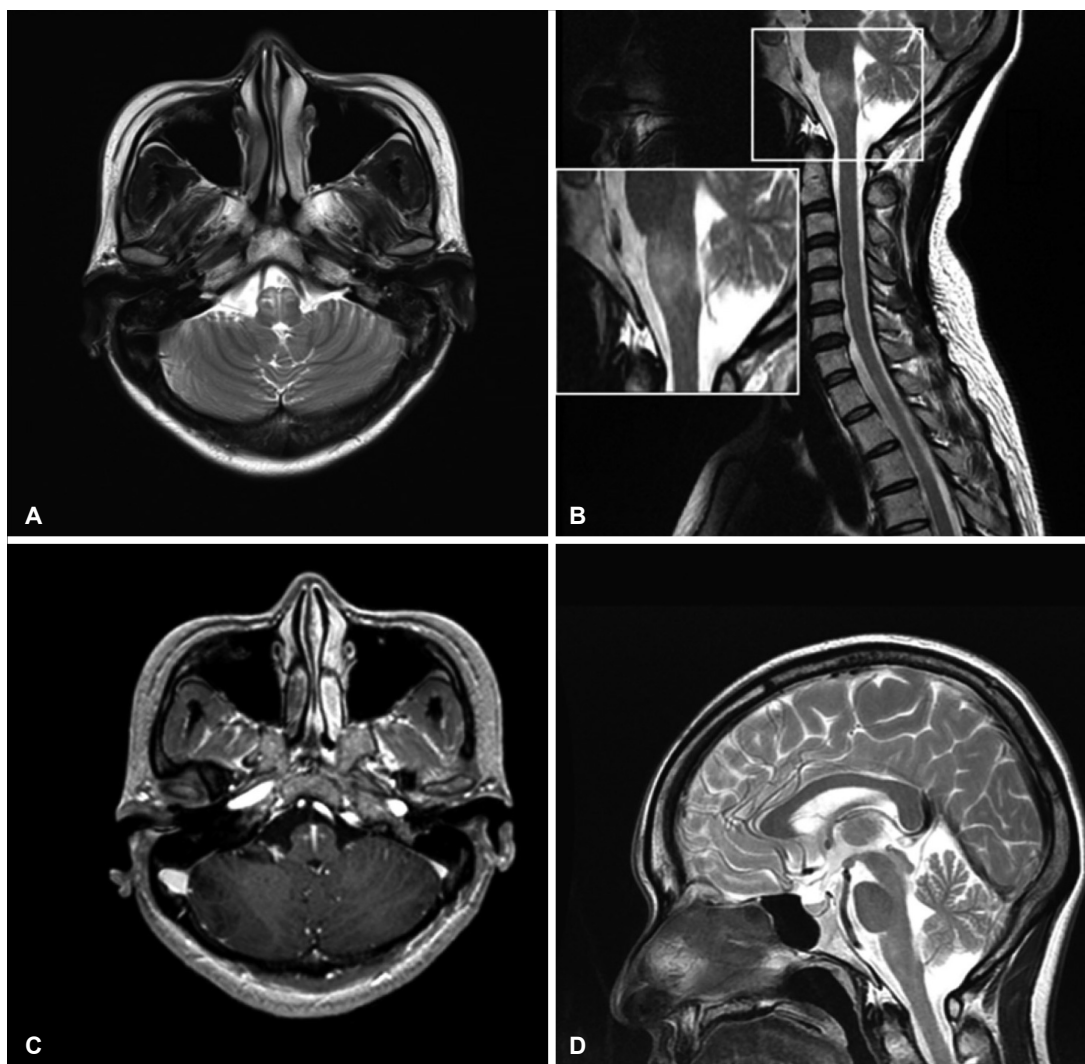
Initial brain and cervical spine MRI. (A-B) Axial and sagittal T2-weighted image shows diffuse hyperintensity in the medulla oblongata. (C) Axial T1-weighted gadolinium enhanced image shows focal hyperintensity in anterior portion of the medulla oblongata. (D) Two weeks after the steroid therapy, follow up sagittal T2-weighted MR image shows decreased hyperintensity in the medulla oblongata. MRI, magnetic resonance imaging.
